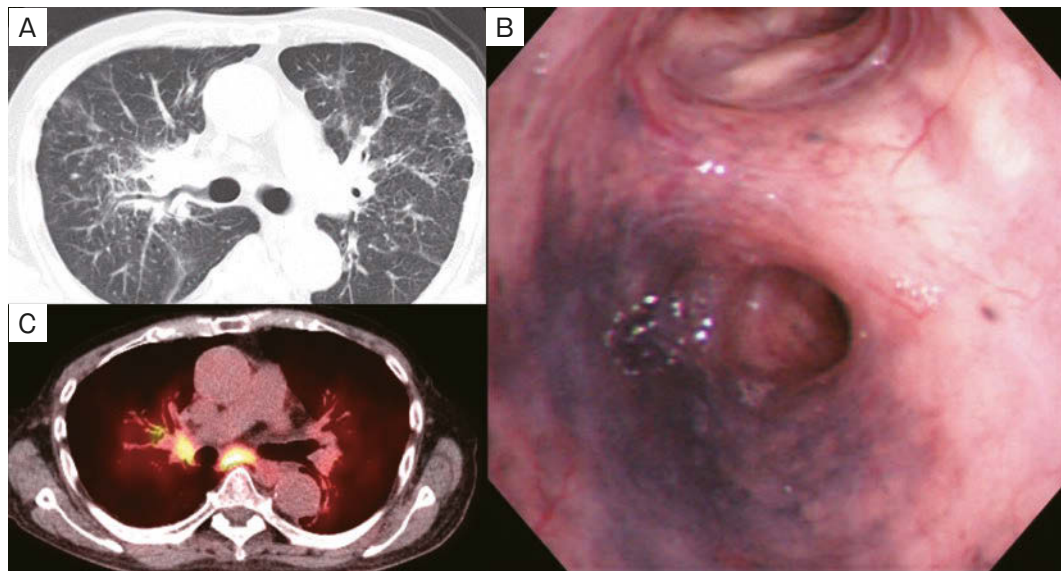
Imaging findings. (A) Chest CT. Bilateral hilar and mediastinal lymphadenopathy, and thickening of bronchovascular bundles and resulting obstruction of right B³ are shown. Scattered micronodules are also seen. (B) Bronchoscopic finding. Extensive black pigmentation of bronchial epithelium and obstruction of right B³ are observed. (C) ¹⁸F-FDG PET. Intensive uptake of ¹⁸F-FDG into the hilar and mediastinal lymph nodes is observed.
